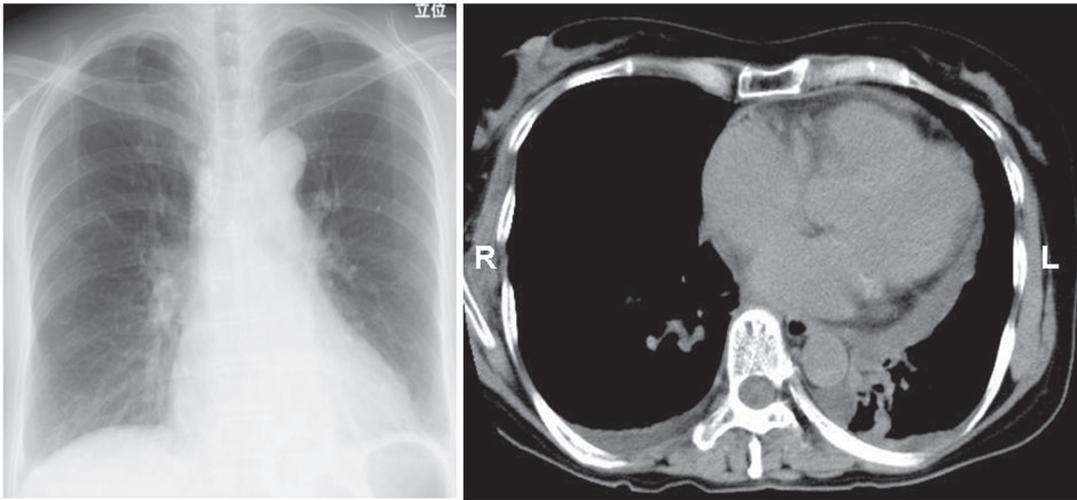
入院時胸部レントゲン(左)と胸部CT(右).
